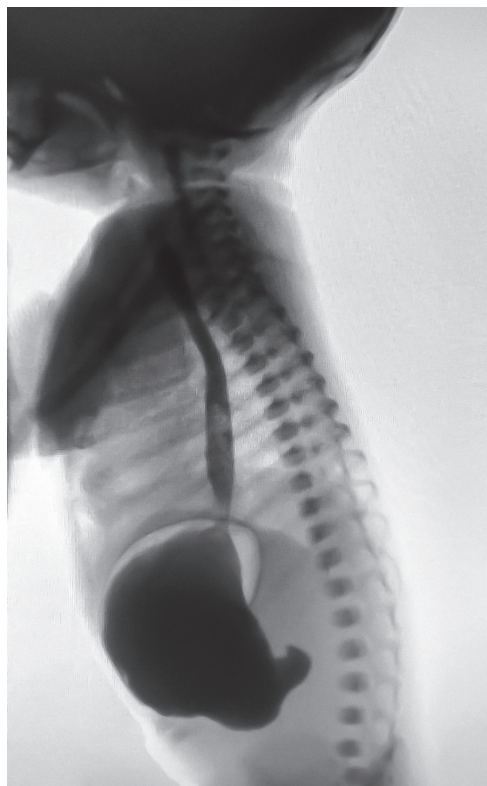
Рентгеноконтрастное исследование желудка. Отсутствие поступления контрастного вещества в двенадцатиперстную кишку у ребенка с I типом пилорической атрезии
